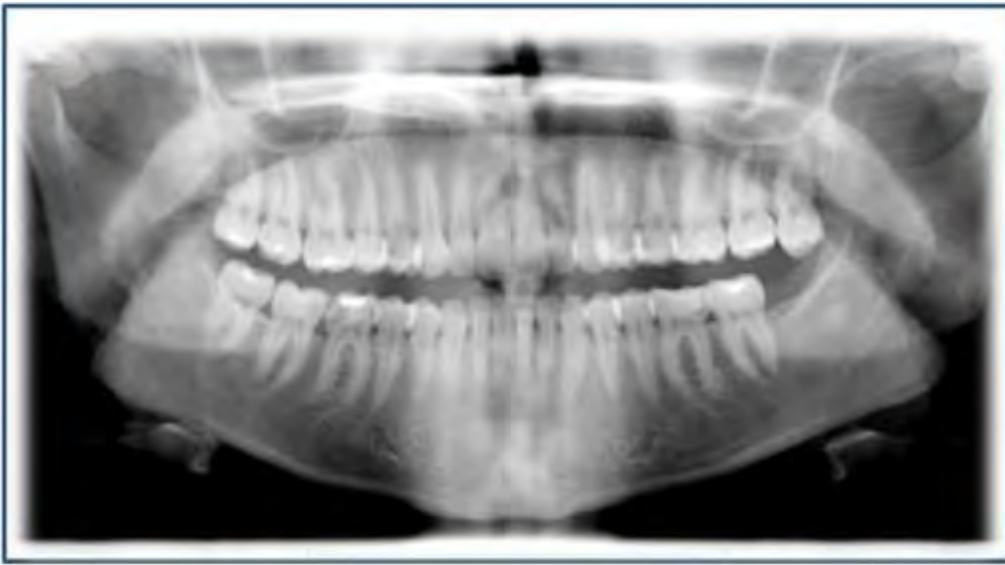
Radiografía panorámica de la paciente. Fuente directa
